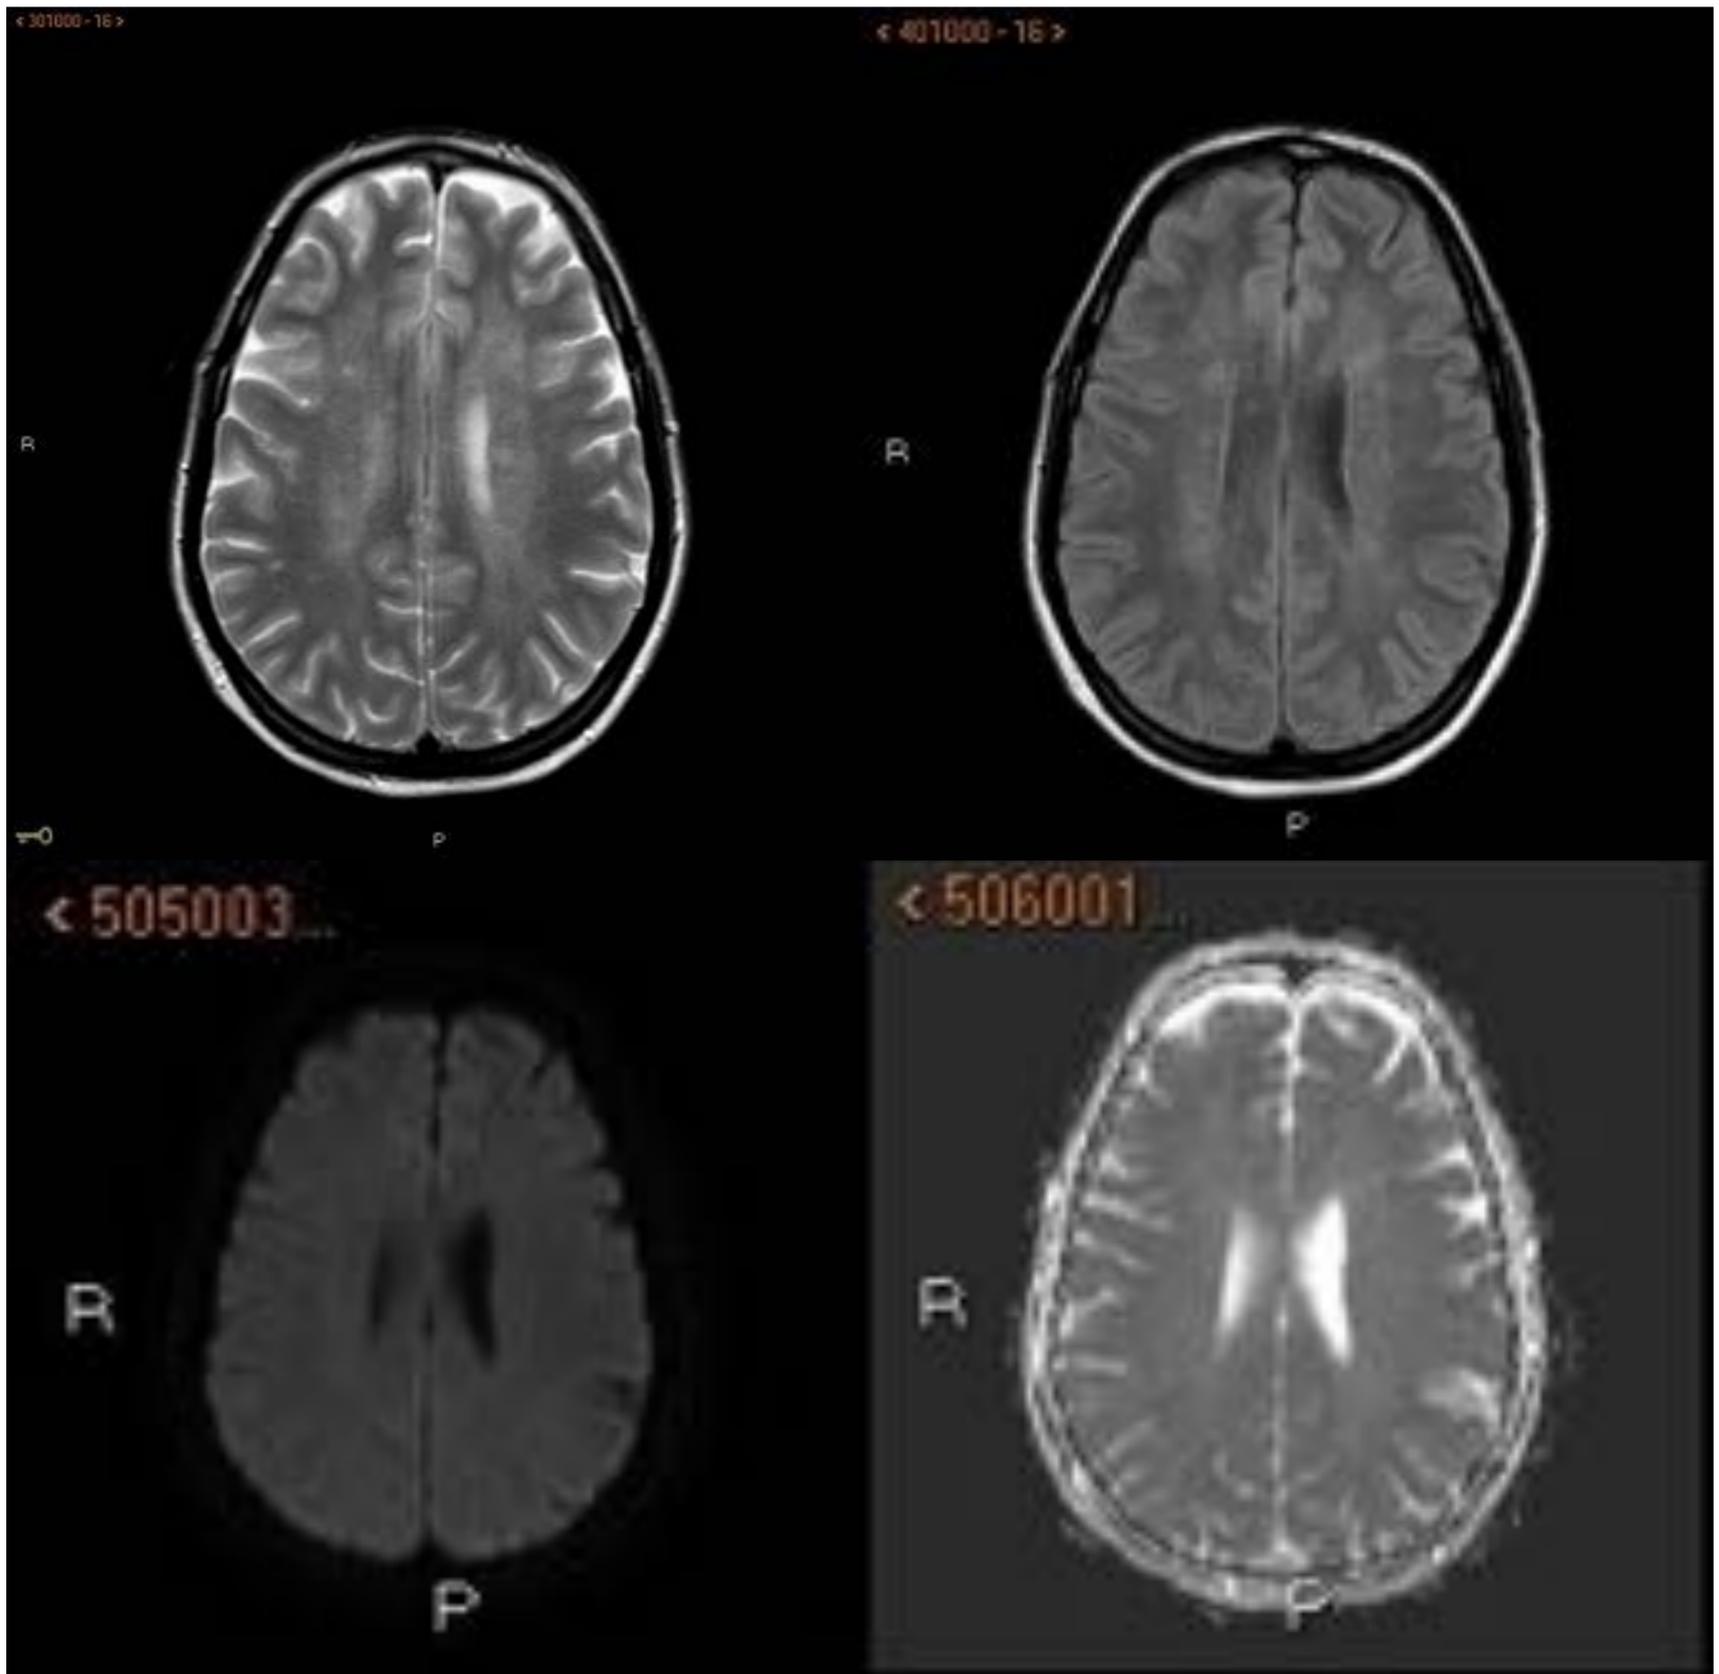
Secuencias en plano axial potenciadas en T2, FLAIR y secuencia de difusión de paciente de 78 años, donde se puede visualizar una hiperseñal difusa en secuencias de TR largo, que afecta a corona radiada de manera bilateral y simétrica. No se objetiva alteración en secuencia de difusión.
